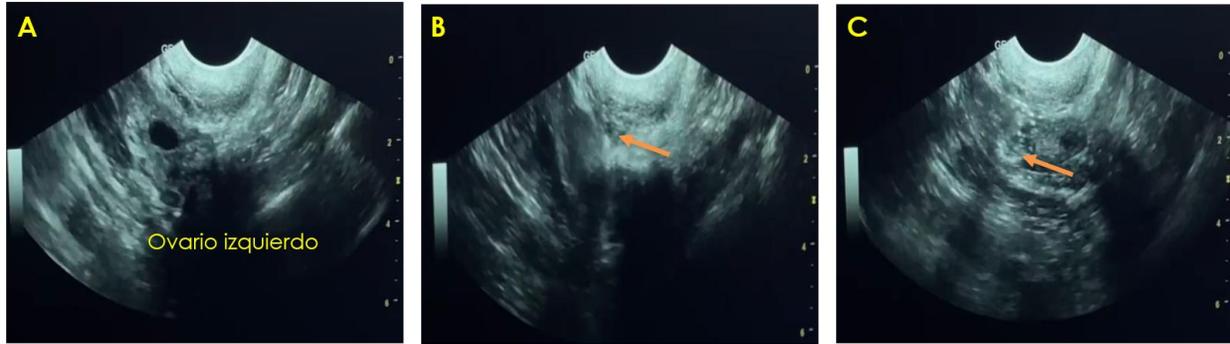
Secuencia en la aplicación de PaRP (A): Ovario izquierdo por vía ultrasonográfica intravaginal, con transductor de 10mHz, en posición para realizar la punción y administrar el PRP (B): ilustra la aguja de aspiración folicular de 12G*25', con sistema de doble luz, ingresando a la corteza ovarica (flecha) (C): Se observa el push de instilación de PRP en la corteza ovarica.
